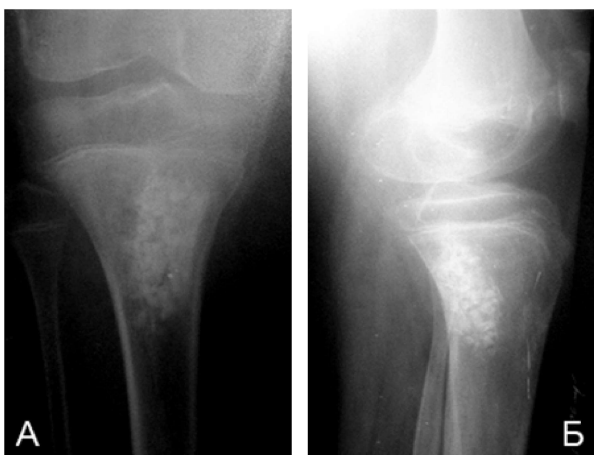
Рентгенограмма ребенка С., 11 лет, после заполнения дефекта кости кортикально-губчатыми биоимплантатами Тутопласт
